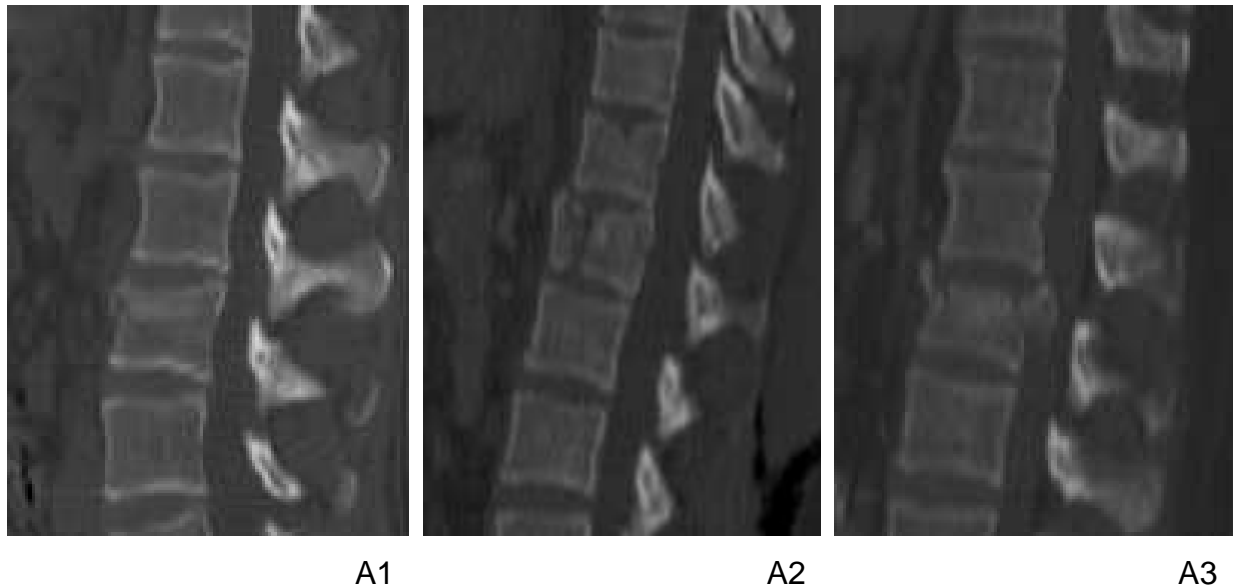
sagittale CT-Rekonstruktionen der verschiedenen Typ-A-Verletzungen nach Magerl. (Bilder: M.Mack, Institut für Diagnostische und Interventionelle Radiologie, J.W. Goethe-Universität Frankfurt)
